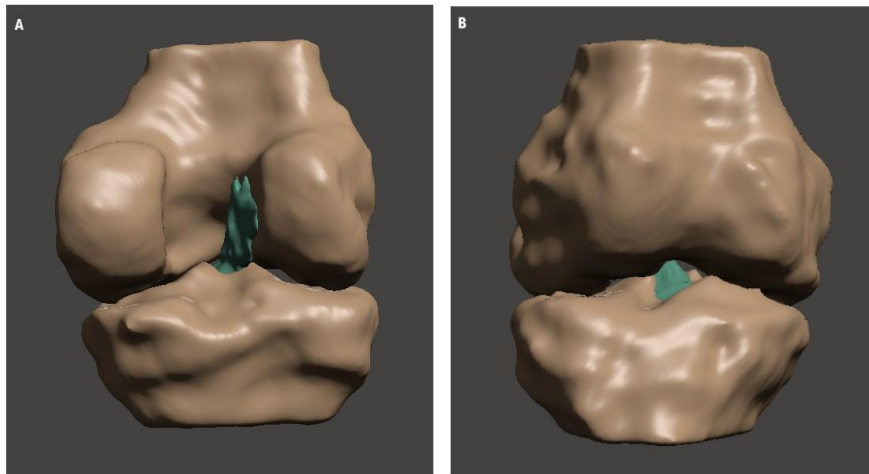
Modelo 3D do joelho lesado, com suposta posição nativa do LCA, por RM. (A) Vista posterior. (B) Vista anterior.
